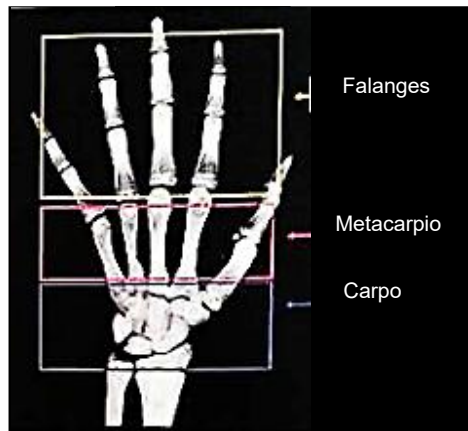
Radiografía carpal¹⁴
